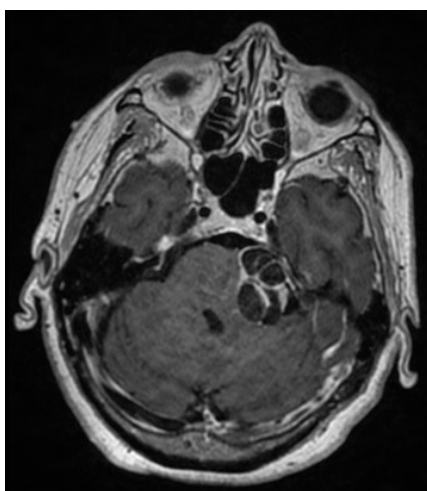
RMN craneal de uno de los pacientes incluidos en nuestro estudio. Neurinoma de APC izquierdo que comprime la protuberancia.
